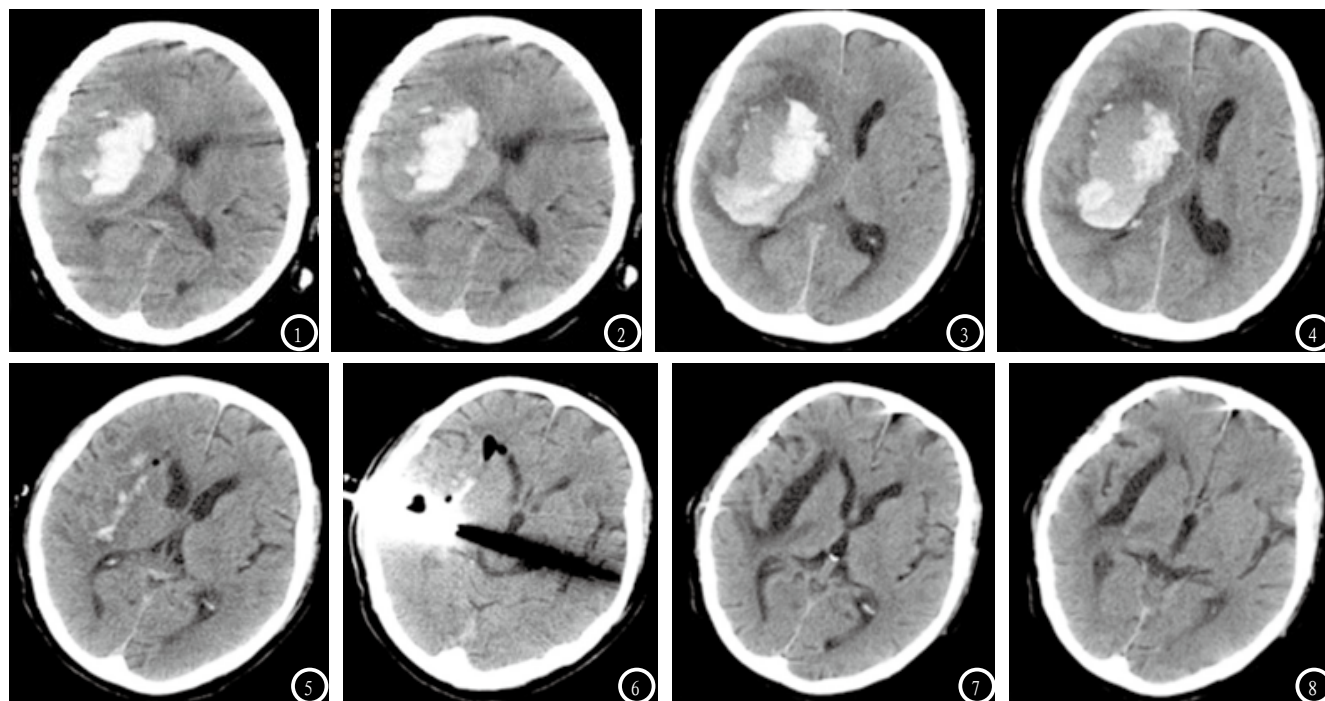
2为同一病例发病后第1天的头颅CT, 患者右侧基底节区脑出血, 右侧基底节区见截面约5.7×3.2cm的高密度影, 边缘清晰, 同侧脑组织及脑室结构受压, 向对侧移位。图3-4分别为同一病例发病后第1天及第4天的头颅CT, 可见患者右侧基底节区脑出血较之前范围增大, 右侧基底节见斑片状高密度影, 最大横断面约7.5×4.5cm, 周围见低密度围绕, 较前片对比出血范围增大, 右侧脑室受压变窄, 中线结构略向左侧偏移。图5-6分别为同一病例发病后第1天及第6天(术后)的头颅CT, 可见患者右侧基底节区脑出血术后较之前出血明显减少, 脑出血术后, 有颞顶部见致密穿刺针, 并见大量金属伪影, 颅内见散在游离气体影, 病灶周围见低密度包绕。图7-8分别为同一病例发病后第1天及第17天(术后)的头颅CT, 可见患者右侧基底节区脑出血术后较之前吸收明显, 颅内散在游离气体影较前明显减少, 病灶周围低密度包绕影较前减少, 右侧侧脑室前角轻度扩张。
